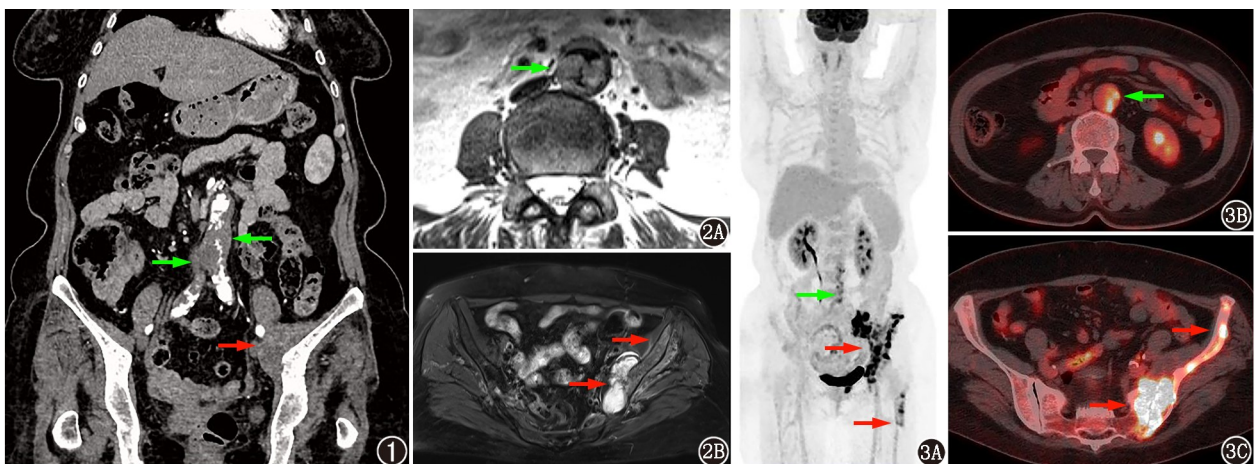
主动脉内膜肉瘤伴骨转移患者(女,69岁)主动脉增强CT冠状面图。腹主动脉可见多处息肉样充盈缺损,管腔不规则变窄,称为“蚀壁征”(绿箭头示);左侧髌髌关节发生骨转移,周围可见不规则状软组织肿块(红箭头示) 图2 同一患者MRI平扫图像。2A.腹主动脉肿块的表面边缘不规则,呈轻度分叶,称为“主动脉蓬松”(绿箭头示);2B.左侧髌骨、骶骨内可见多发片状或团块状T<sub>2</sub>加权成像(WI)高信号影,左侧髌髌关节处旁可见不规则软组织肿块,呈T<sub>2</sub>WI等高混杂信号(红箭头示) 图3 同一患者<sup>18</sup>F-FDG PET/CT显像图(3A. PET最大密度投影图;3B~3C. PET/CT融合横断面图)。肾门水平以下腹主动脉至髂总动脉近段走行区FDG代谢增高(绿箭头示);左侧髌骨、骶髌关节及周围肿块、股骨上段病灶FDG代谢不均匀性增高(红箭头示)
